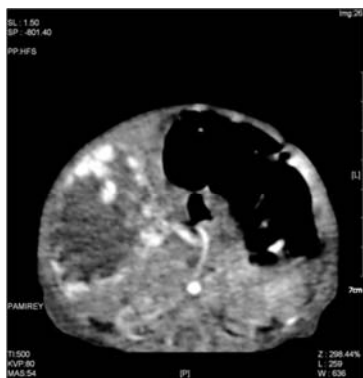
1-місячна дівчинка Ш., КТ з внутрішньовенним контрастуванням, А – аксіальна проекція; Б – фронтальна проекція. Пухлиноподібне утворення правої частки печінки, контраст накопичується лише по периферії, центральна частина гіподенсивна, неоднорідна.
